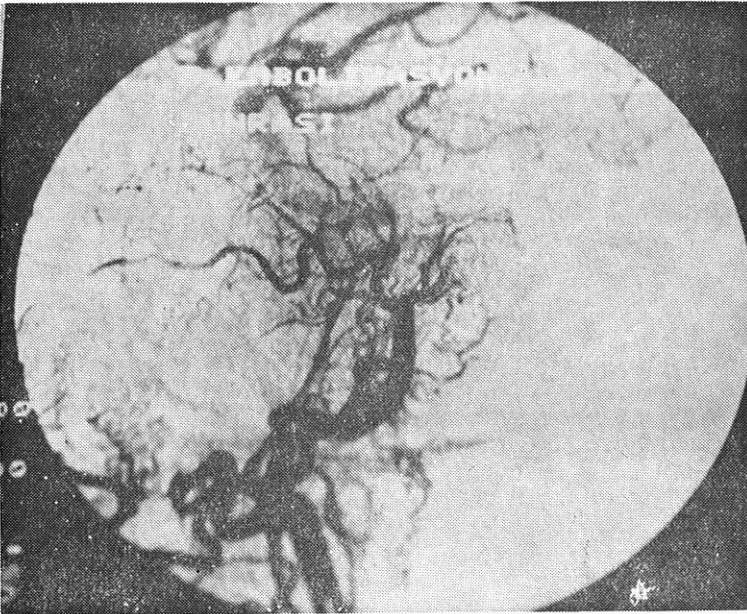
2 no'lu olgunun embolizasyon sonrası anjiyografisi
